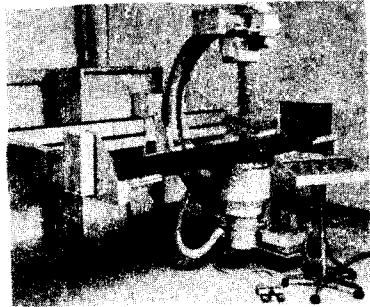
Дистанционно управляемый полипозиционный штатив Рентген-60 завода СКРЗ (СССР) в положении:
